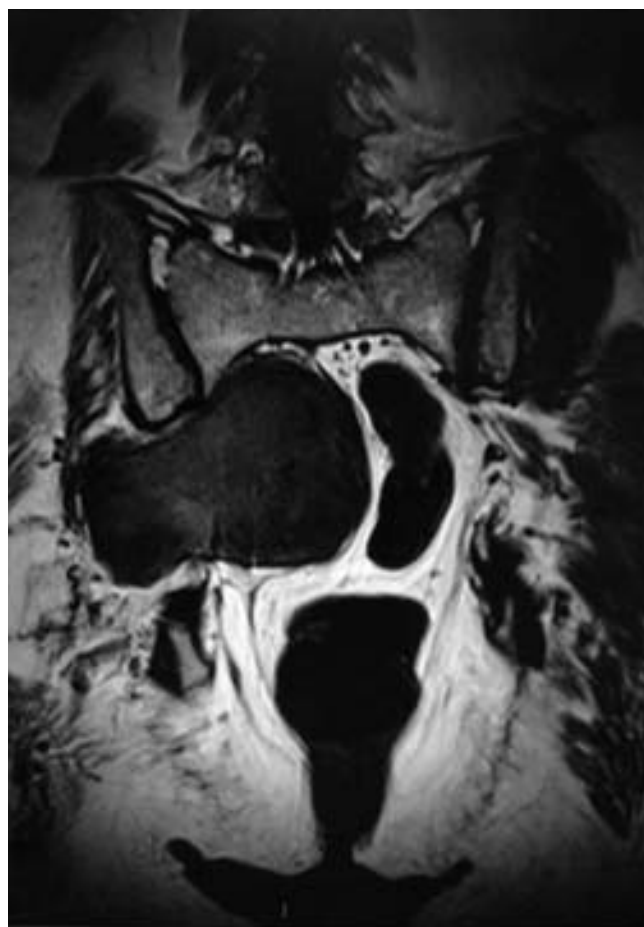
RM pélvica coronal en ponderación T1 que demuestra cordoma recurrente sacro extendiéndose más allá de la línea media hacia compartimento lateral derecho, con destrucción de estructuras musculares ipsilaterales, sin afectar articulación sacroilíaca derecha.
